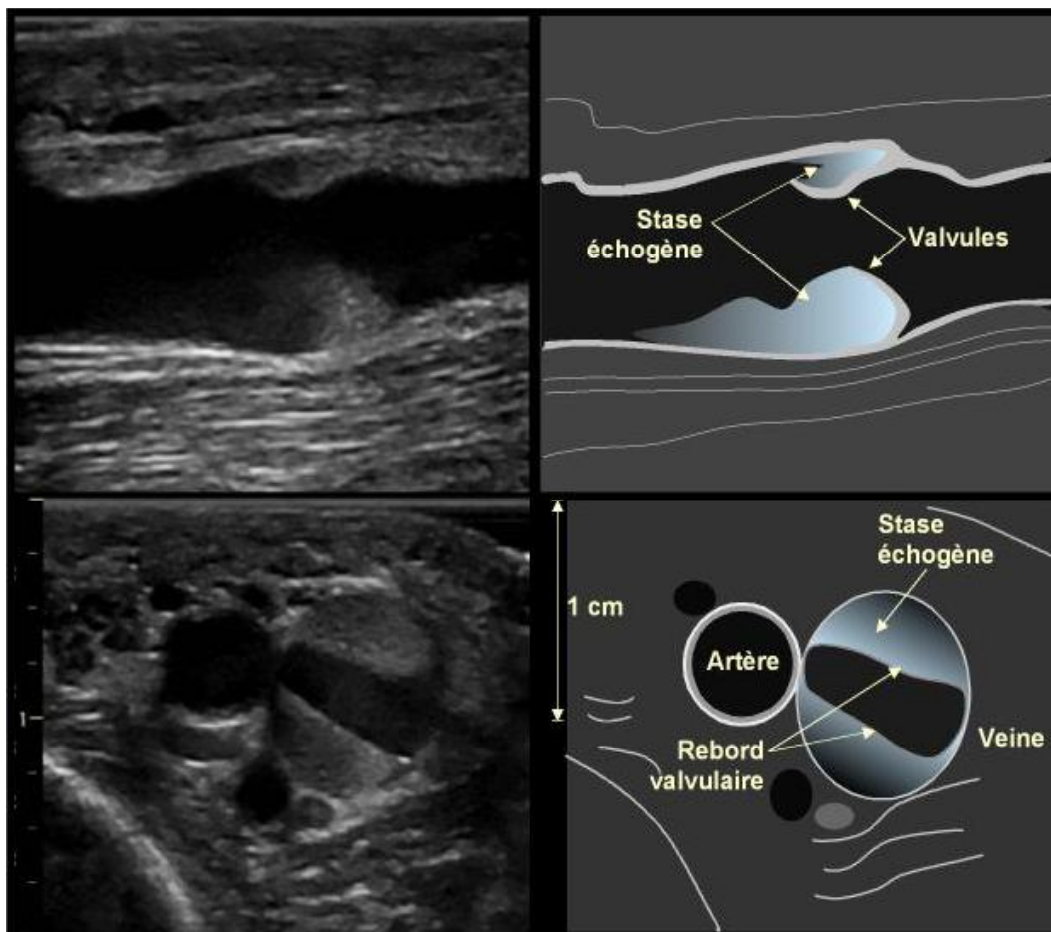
Image échographique en coupe longitudinale (en haut) et transversale (en bas) montrant une stase sanguine échogène banale au niveau des replis valvulaires, sur la veine fémorale. [163]
